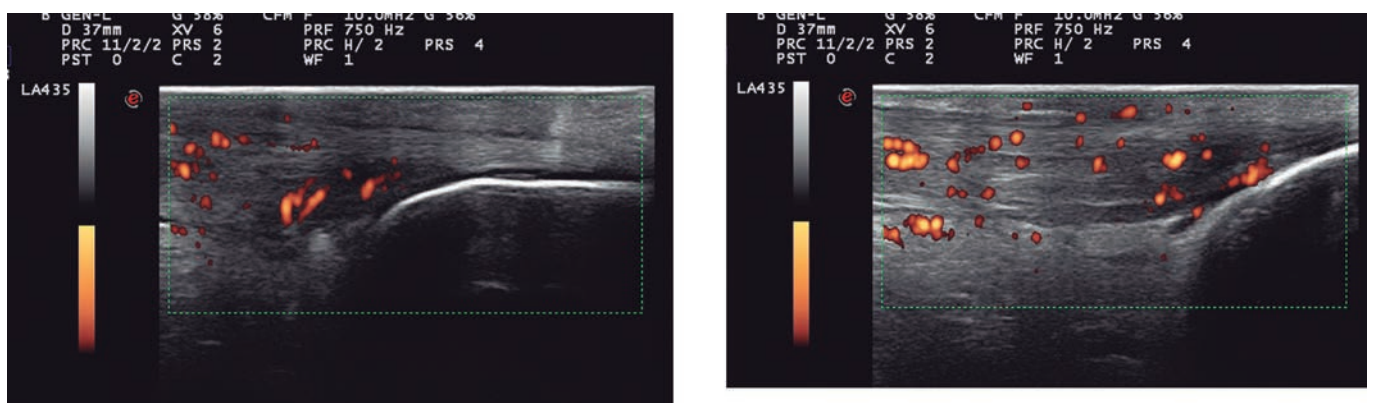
Aspecto longitudinal do tendão calcâneo, evidenciando alterações ecotexturais, espessamento e atividade inflamatória com presença de power Doppler.
